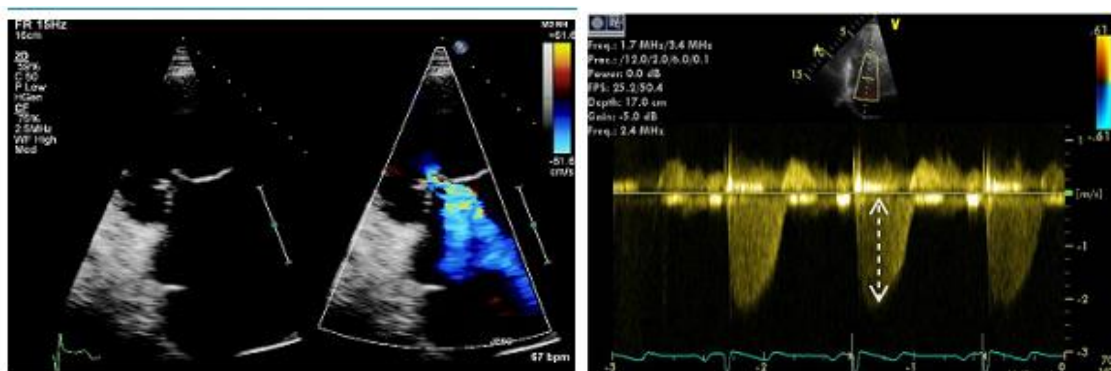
estimation échocardiographique de la PAPs par le flux d'IT en coupe apicale, 4 cavités
